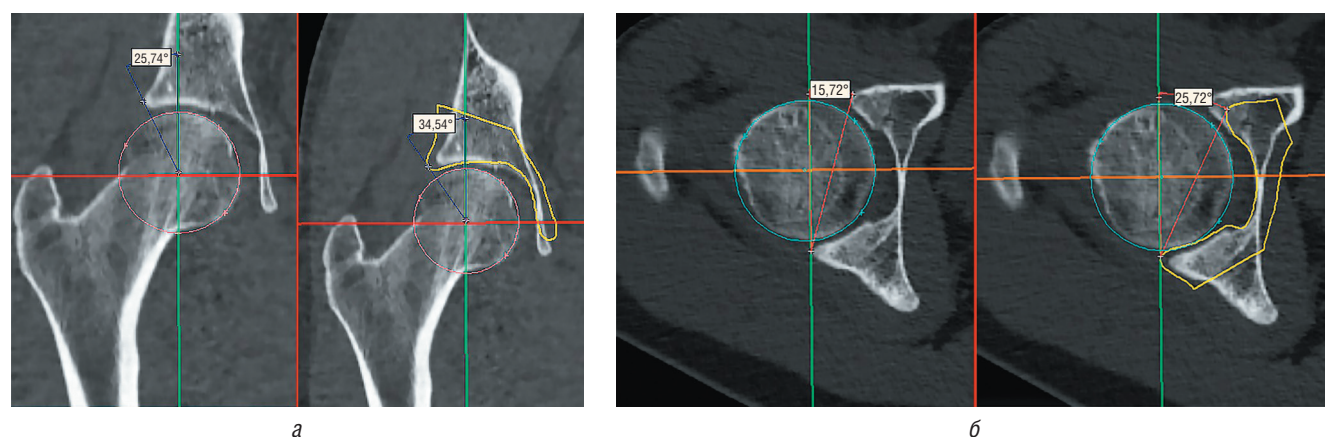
Определение корректного положения вертлужной впадины на основании данных компьютерной томографии, выполненной на дооперационном этапе: *а* — предоперационные (справа) и планируемые (слева) значения угла Wiberg; *б* — предоперационные (слева) и планируемые (справа) значения угла AcetAV. На представленных КТ-срезах: контур желтого цвета соответствует планируемому положению вертлужной впадины
